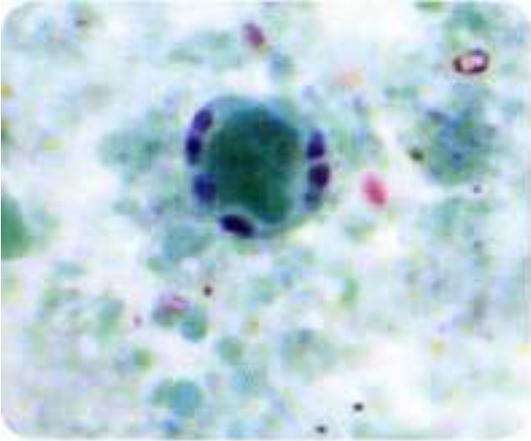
Blastocystis hominis*. Trofozuito en materia fecal, coloración tricrómica. Se observan los núcleos periféricos. (Cortesía, LR Ash, TC Orihel, Atlas de Parasitología humana, Ed. Panamericana).
